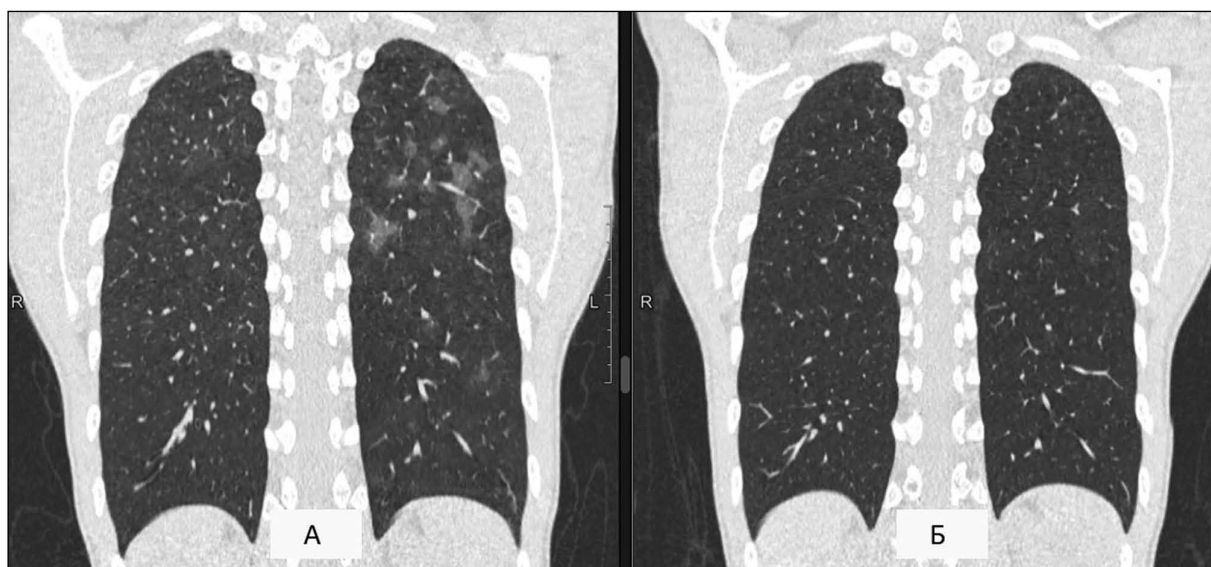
Рентгенологическая динамика (А – КТ ОГК от 03.02.22 г., Б – КТ ОГК от 14.02.22 г.)
